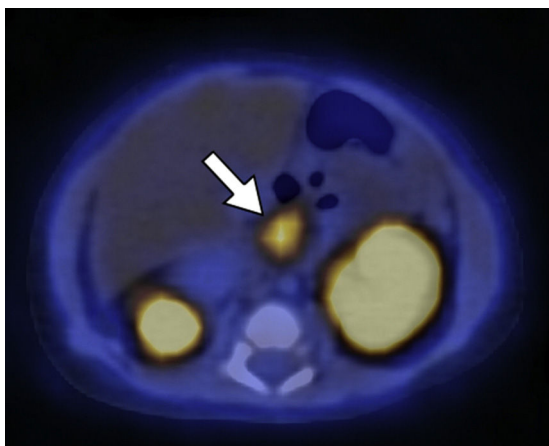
18F-DOPA PET/TC en plano axial del mismo paciente que la Figura 3 muestra una de las zonas de acumulación patológica del radiotrazador localizada en la cabeza pancreática.
